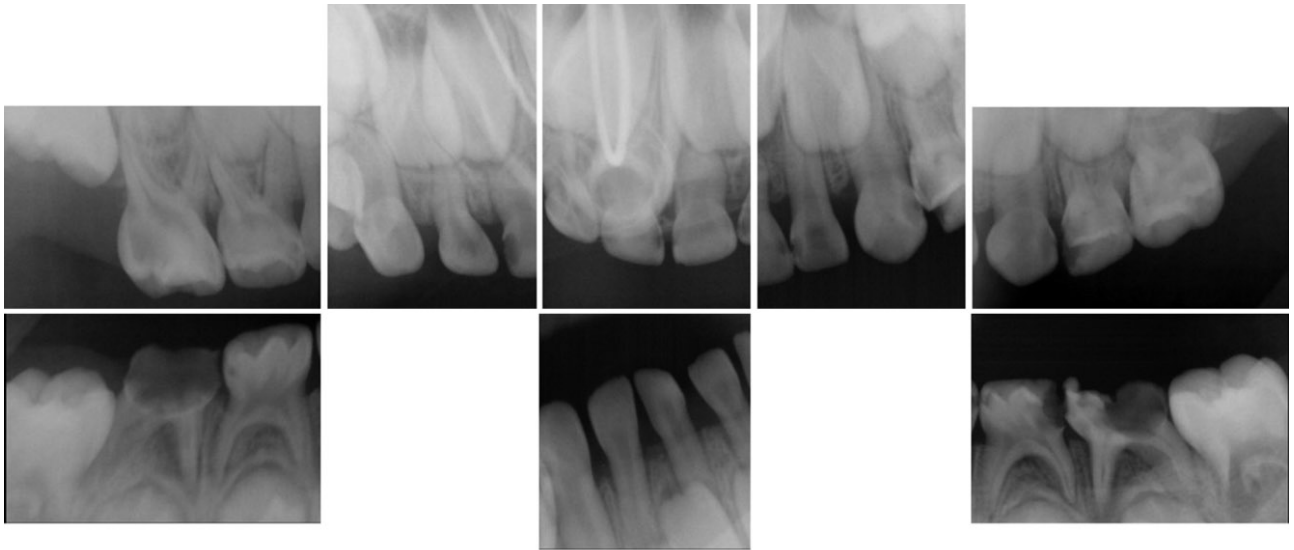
Intraoral periapical view radiograph before treatment.
